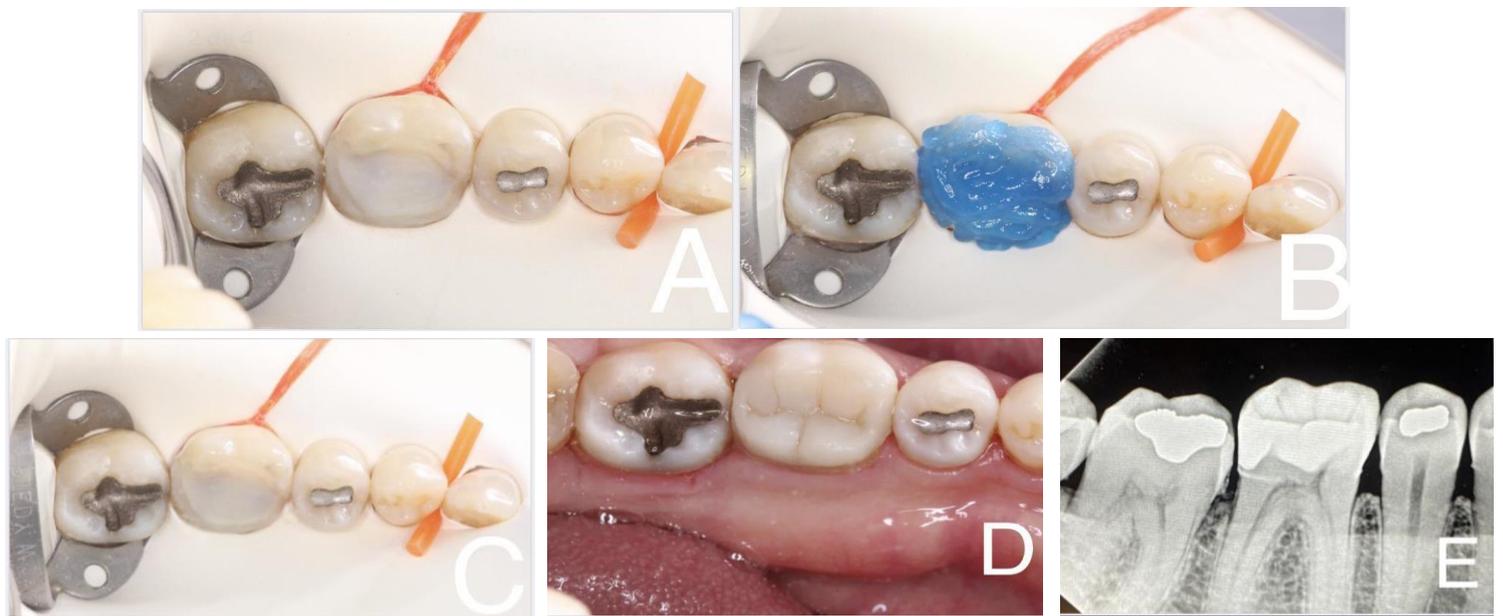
Etapa da cimentação adesiva. A: Isolamento absoluto para receber a cimentação. B: Condicionamento ácido do dente 36. C: Condicionamento adesivo do dente 36. D: Restauração semidireta cimentada e ajustada. E: Radiografia periapical após a peça cimentada.
